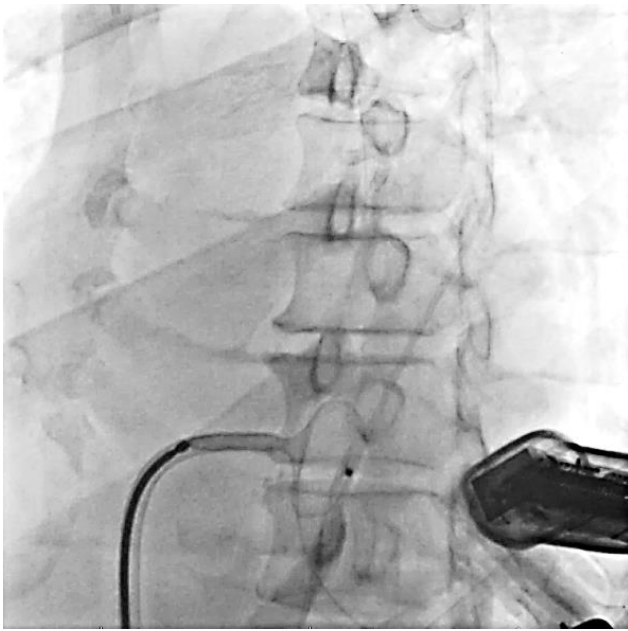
Полное раскрытие левожелудочкового диска окклюдера под эхокардиографическим и рентгеновским контролем
